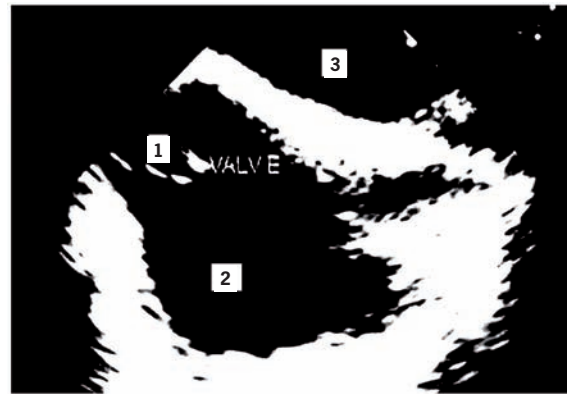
Ecocardiograma transesofágico após quatro semanas de antibioticoterapia, em que se observa válvula de Eustáquio sem sinais de endocardite; 1. Válvula de Eustáquio; 2. Átrio direito; 3. Átrio esquerdo.
